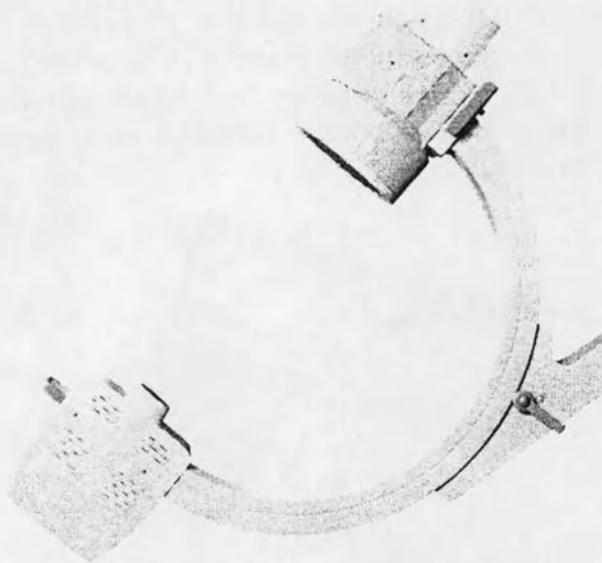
Дуга штатива, с закрепленными на ней источником рентгеновского излучения и электронно-оптическим блоком УРИ
